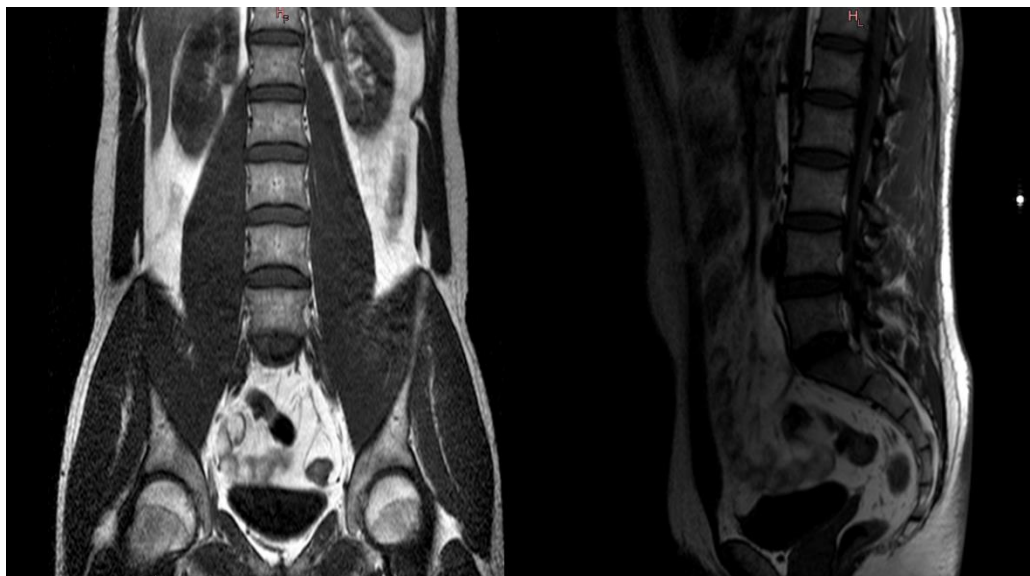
МРТ снимки пояснично-крестцового отдела позвоночника
